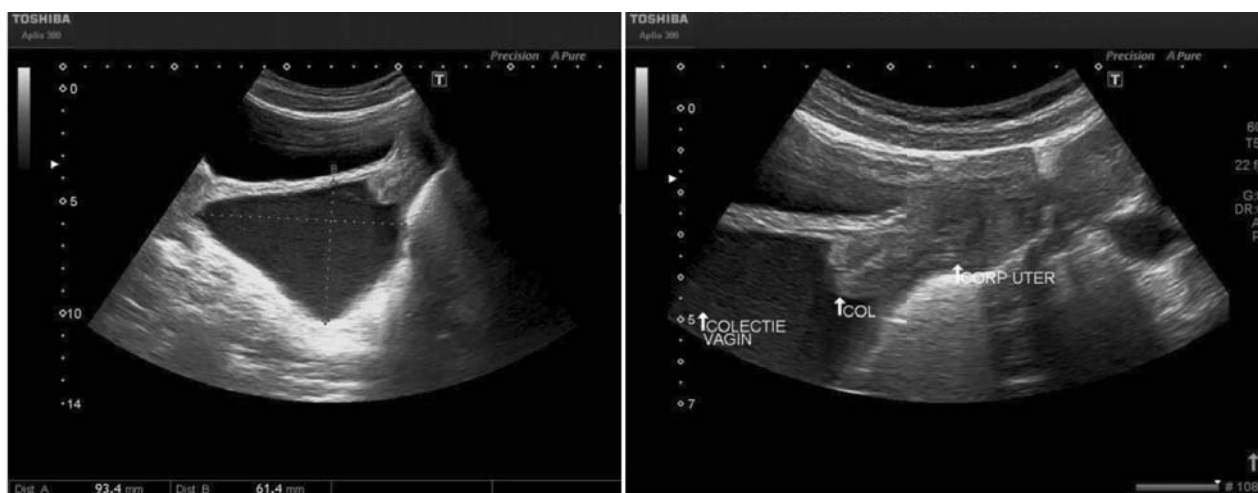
USG transabdominală 2D a pacientei C., 16 ani. Se evidențiază hematocolpos obstructiv cu dimensiunile 93,4x61,4 mm, poziționat între vezica urinară și rect. Uterul nemodificat, dimensiunile – 34x28,9 mm.
